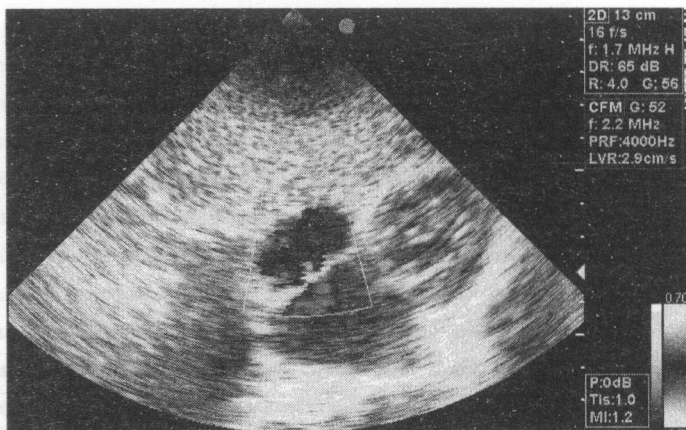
Foramen ovale patent. Secțiunea subcostală, confirmare prin Doppler color.
